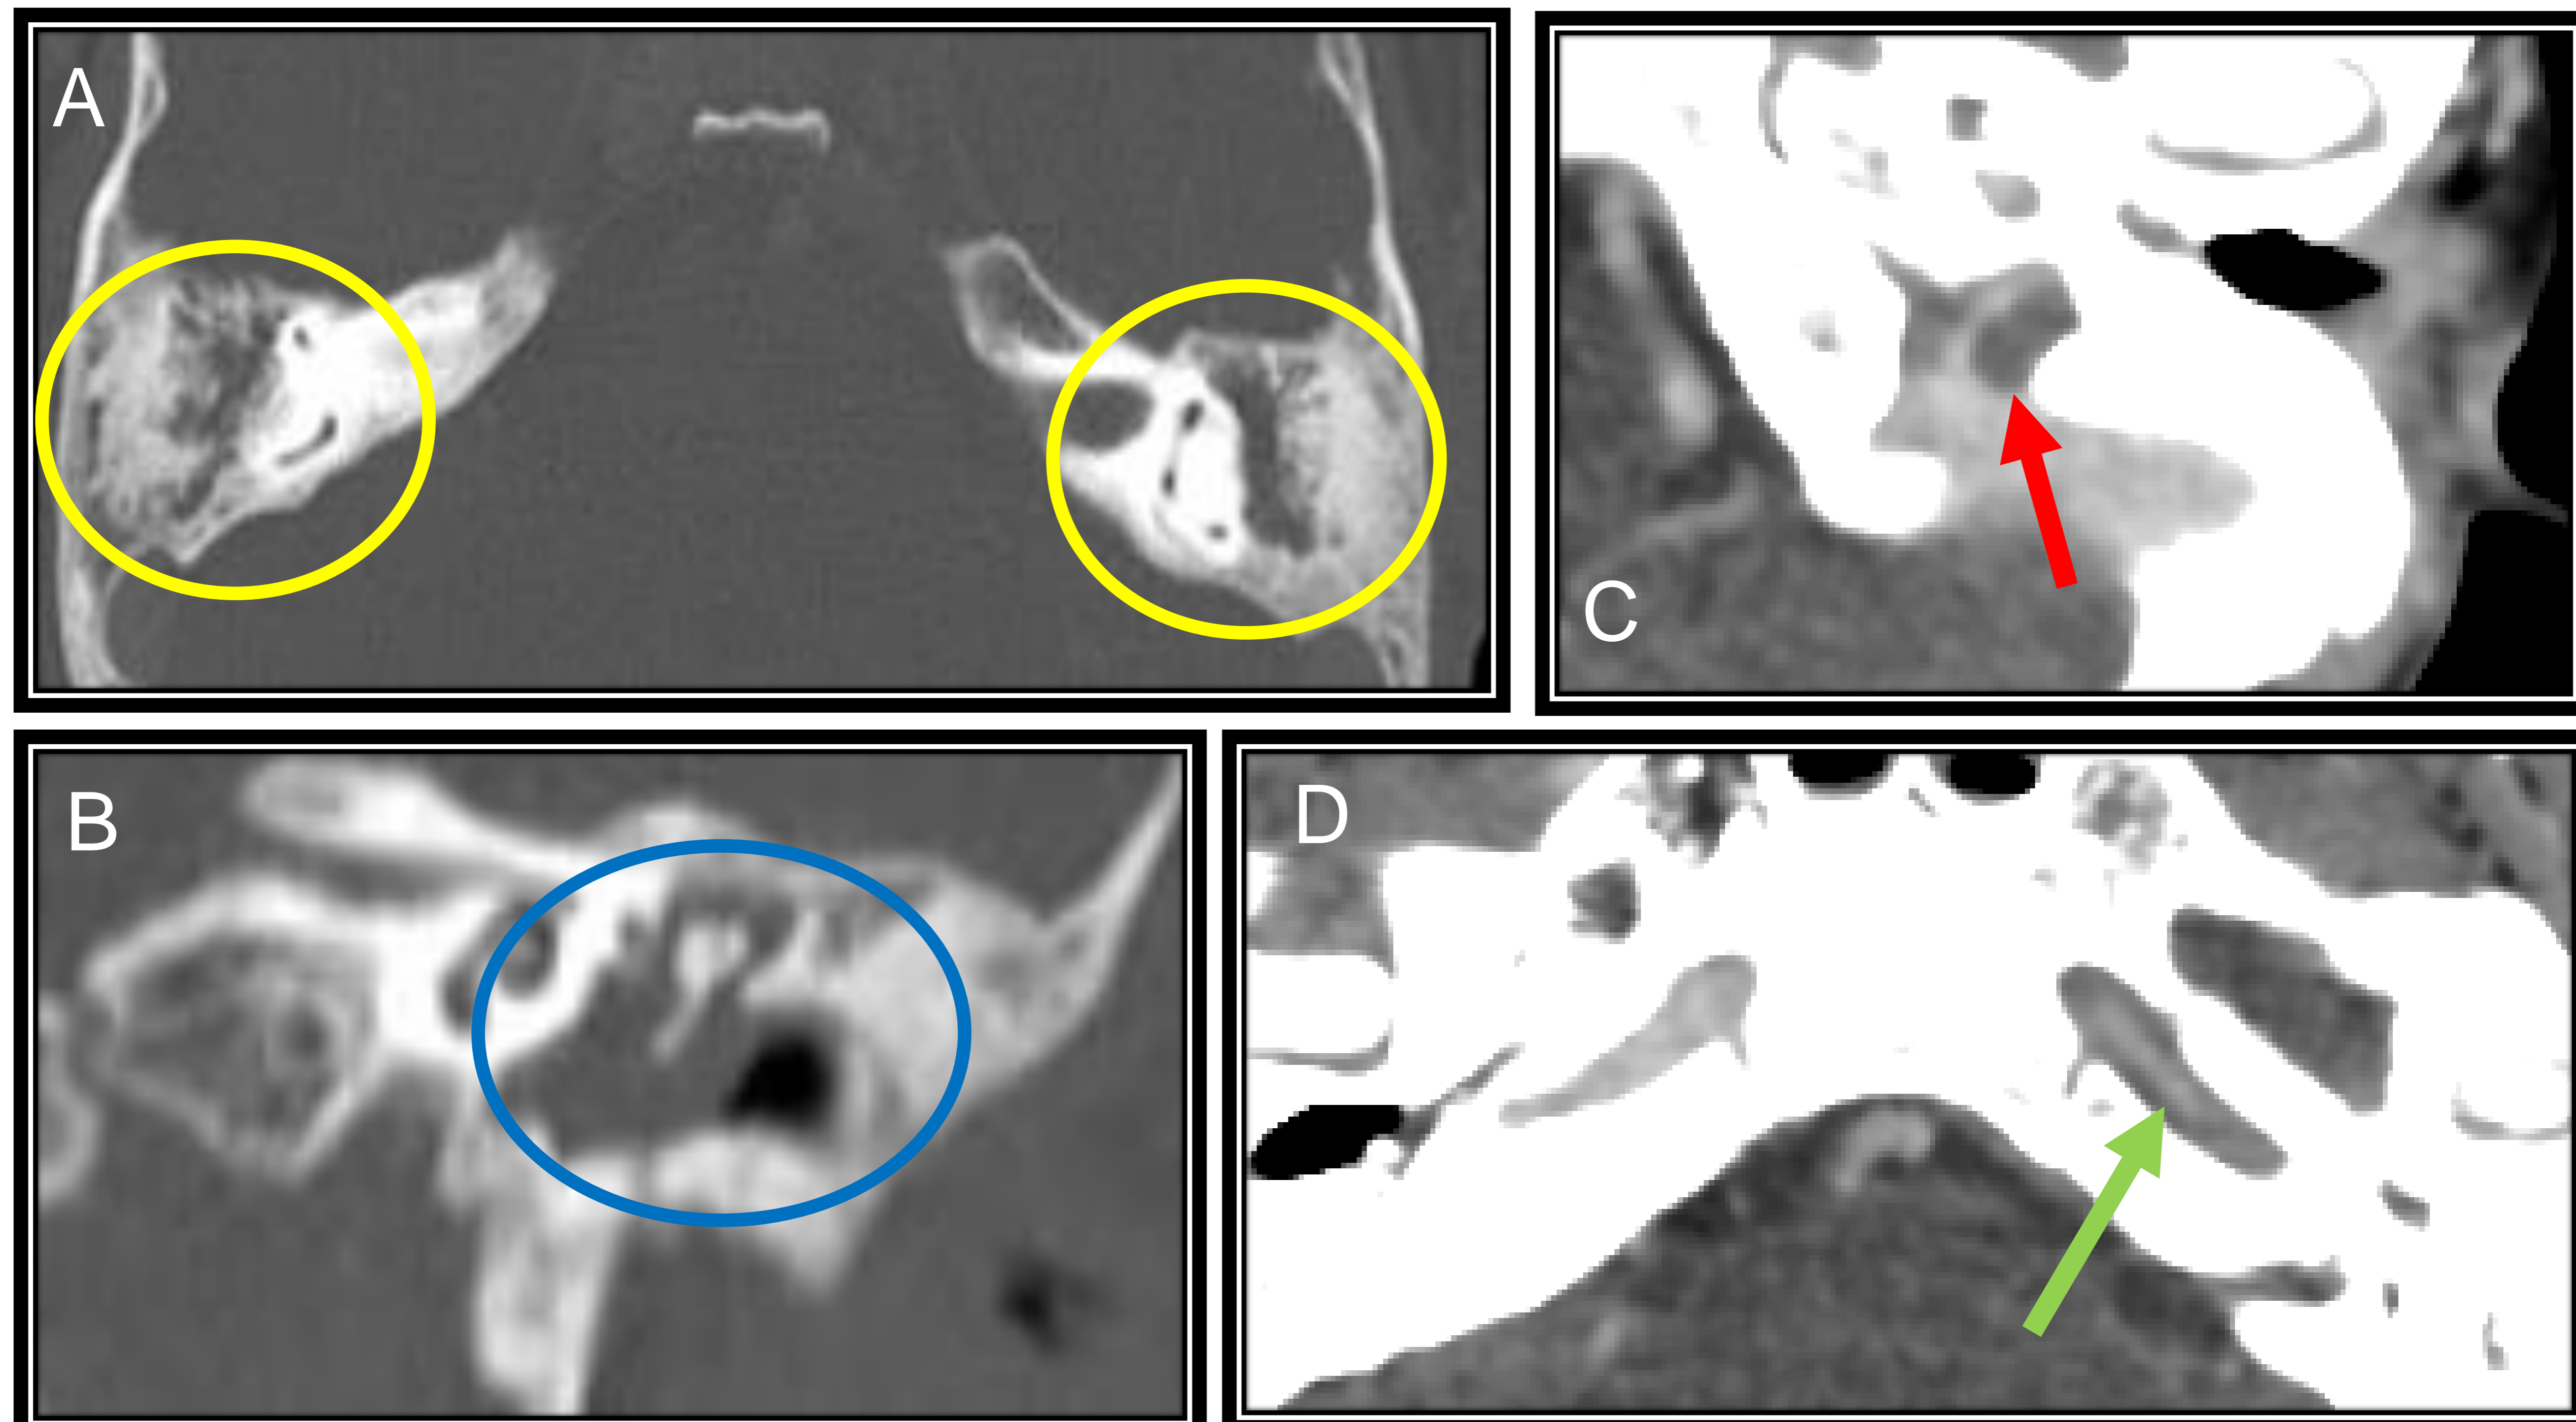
TC de cráneo con contraste intravenoso, ventana ósea (A, B) y de partes blandas (C, D). Ocupación de oído medio izquierdo (elipse azul) y celdillas mastoideas (elipses amarillas), con trombosis parcial en la confluencia entre seno sigmoide/vena yugular interna izquierda (flecha roja) así como una disminución de calibre de la arteria carótida interna izquierda en el conducto carotídeo (flecha verde).
